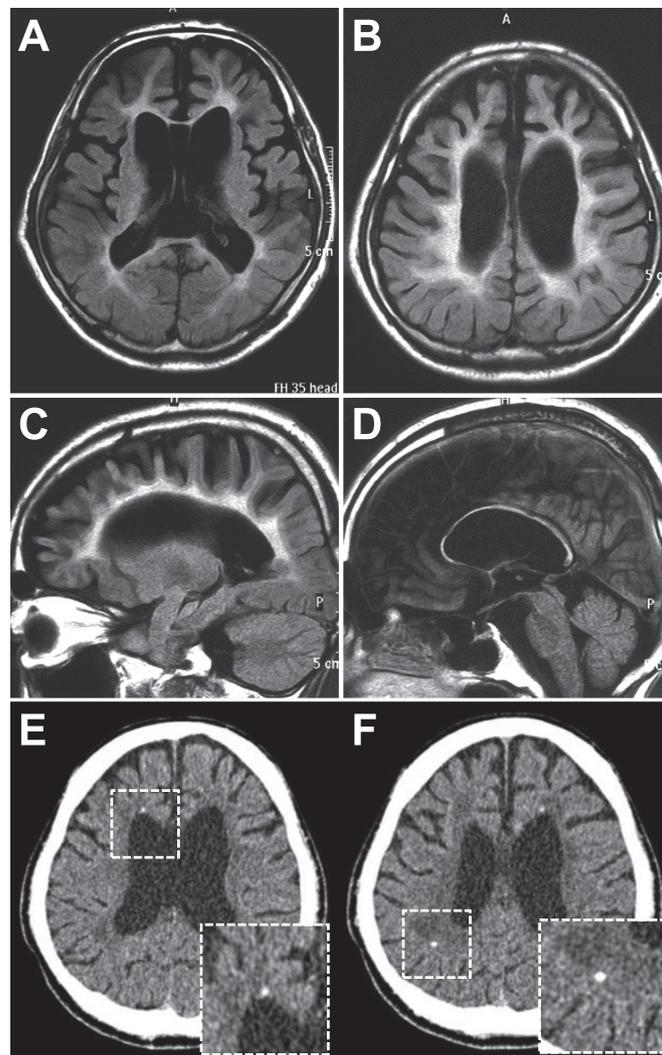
HDLS の頭部 MRI と頭部 CT.
